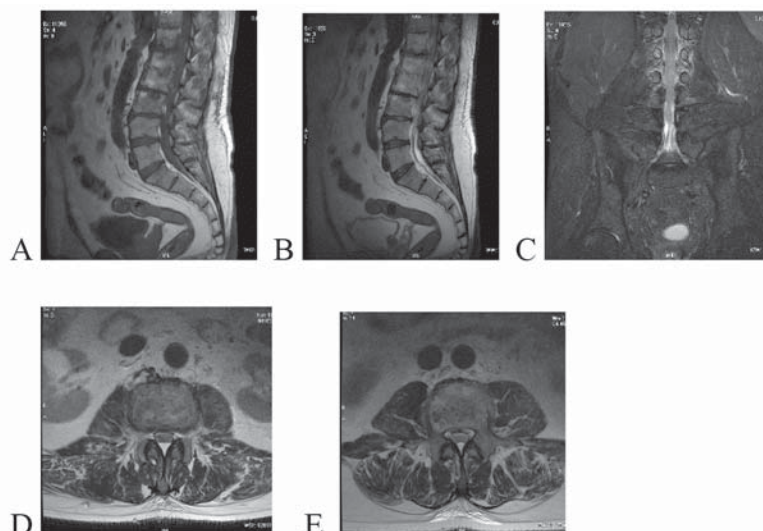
IRM lombară de control A, B, C, D, E. A, B, C- secțiuni sagitale IRM lombară cu anchiloză postinfecțioasă, sanarea abcesului subligamentar, canal lombar permeabil; D, E- secțiuni axiale- discita sanată imagistic
